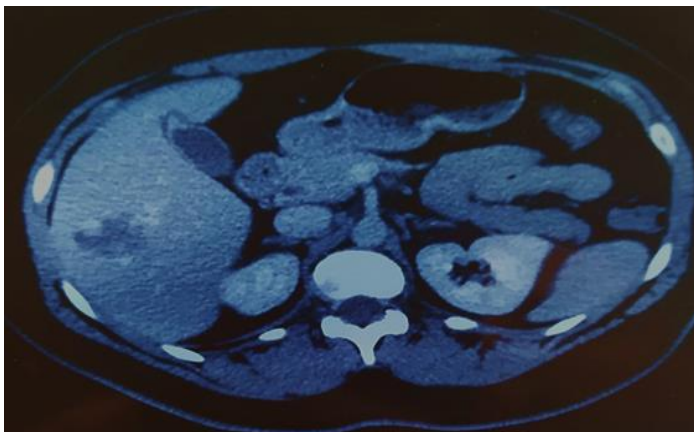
КТ брюшной полости с контрастом
